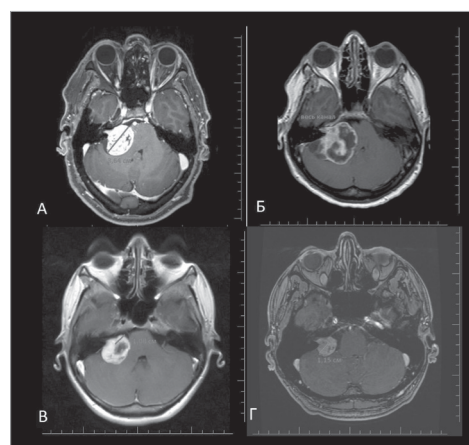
Анализ предоперационных МРТ-изображений: измерялся максимальный размер опухоли по пирамиде височной кости (А), глубина распространения в канал ВСП (Б), размер опухоли кпереди от нормальной оси лицевого нерва (В), размер опухоли кзади от нормальной оси лицевого нерва (Г).
